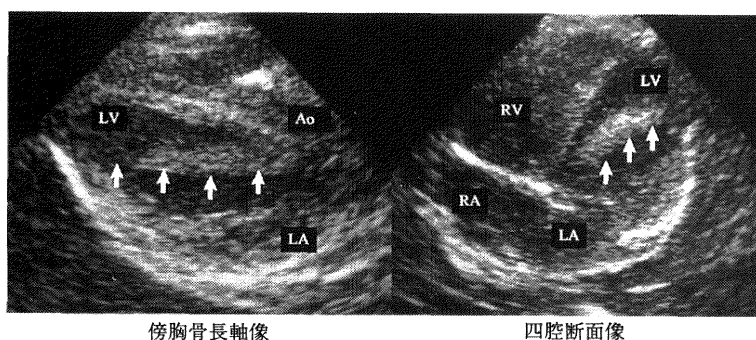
心エコー所見 (第9病日) 矢印↑は左室内の血栓様エコー
